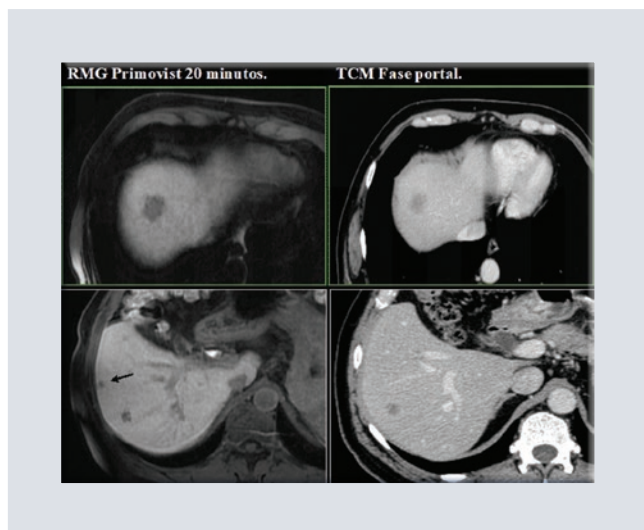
Imágenes comparativas de las metástasis detectadas mediante resonancia magnética con contraste específico para hígado (RMG) y tomografía en fase portal (TCM); la flecha negra muestra imagen subcentimétrica en RMG no detectada mediante TCM.
